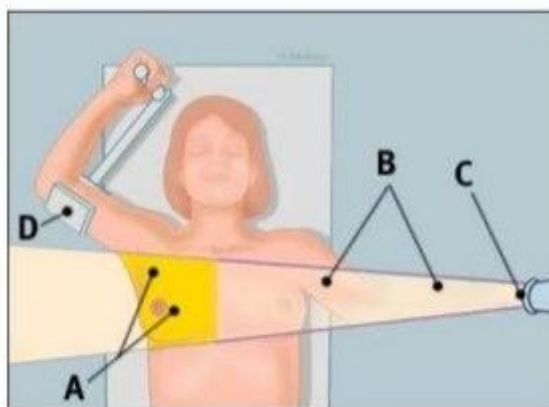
Етапи променевої терапії при РМЗ: А – область молочної залози, яка опромінюється; В – рентгенівські промені; С – джерело опромінення (променева трубка); D – підлокітник-фіксатор.
